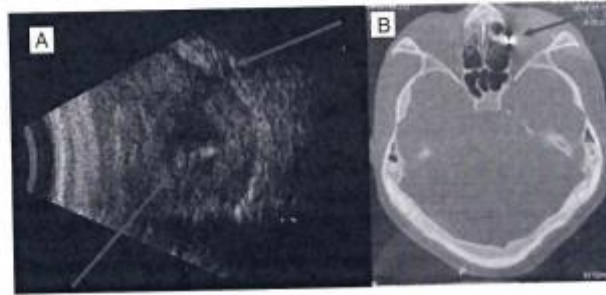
A) Ecografía del ojo izquierdo en modo B. B) Tomografía computada muestra imagen radiopaca sugerente de cuerpo extraño metálico en la pared medial de la órbita. Flecha inferior: imágenes hiperecogénicas intraoculares. Flecha superior: solución de continuidad en esclera. B) Imagen hiperdensa sugerente de cuerpo extraño metálico en la pared medial de la órbita.
